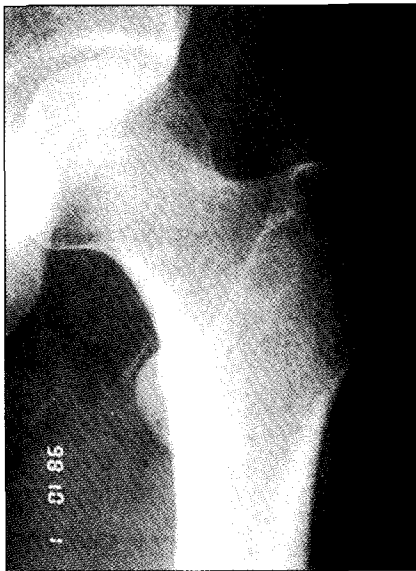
수술 전 고관절 전후방사선소견
